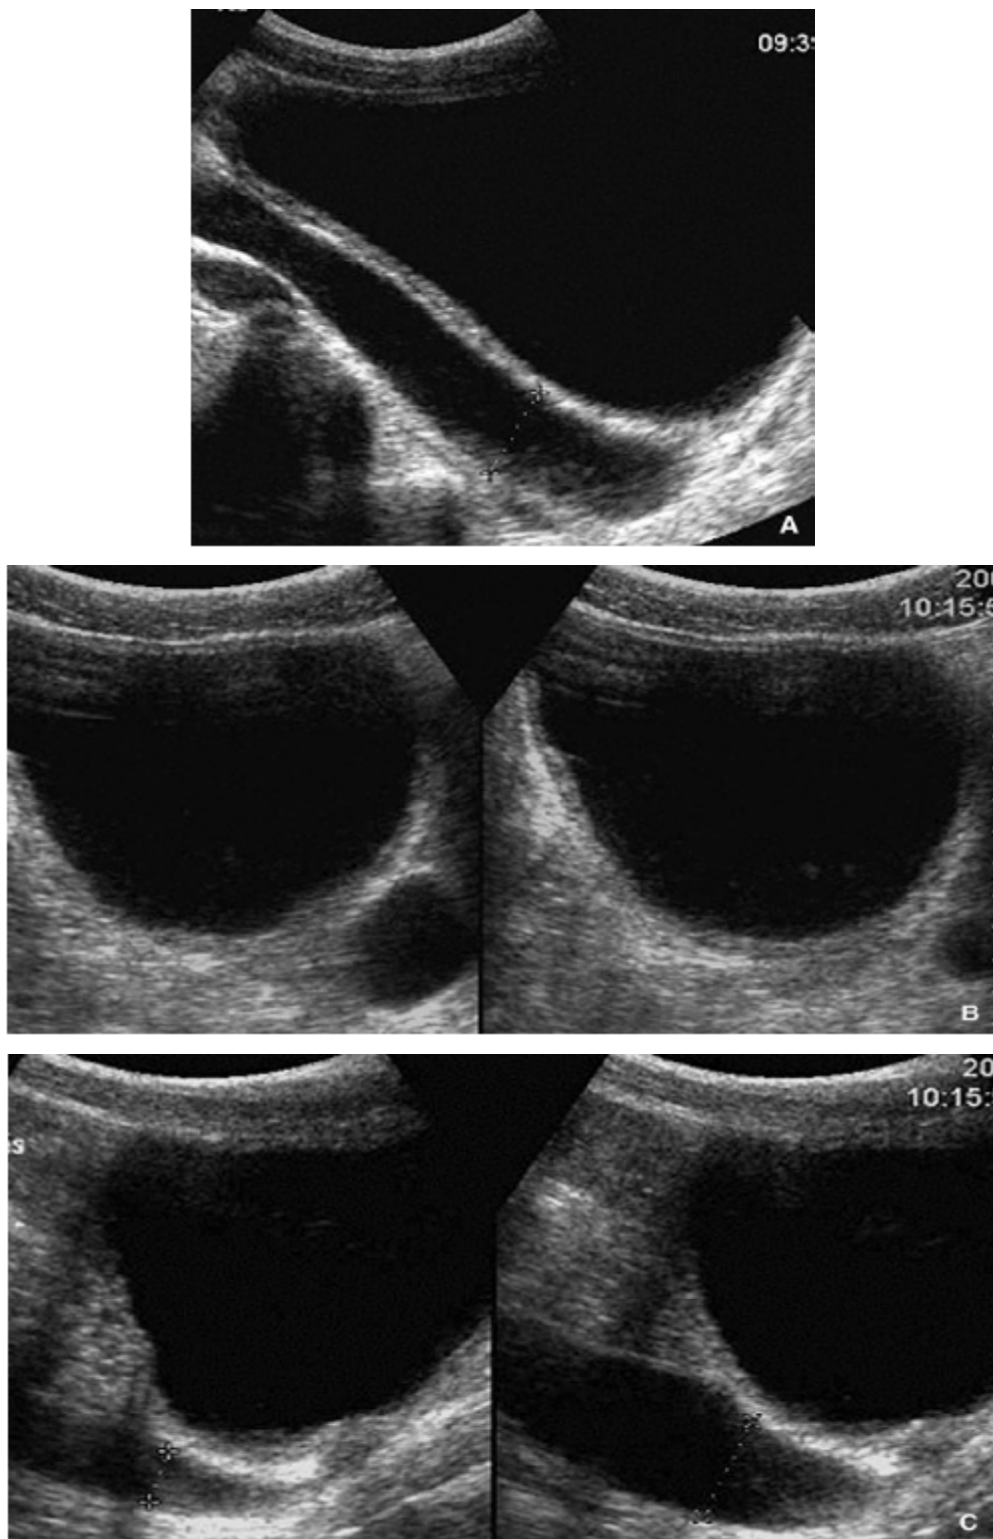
[91] Méga-uretère, échographie.
